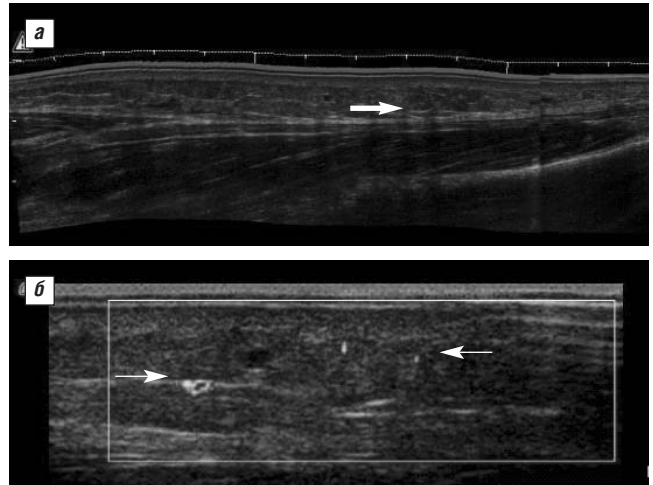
УЗИ узла больной М. с вторичной УЭ. а — нормальный участок кожи: размытость, утолщение и повышение эхо-плотности ПЖК (толстая стрелка); б — с признаками васкуляризации (тонкие стрелки)
